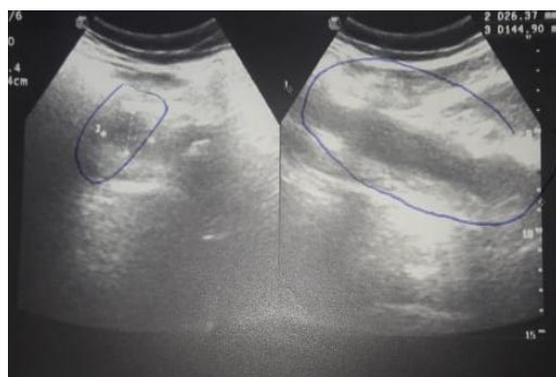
УЗИ пациентки И., 38 лет, *psoas* абсцесс
